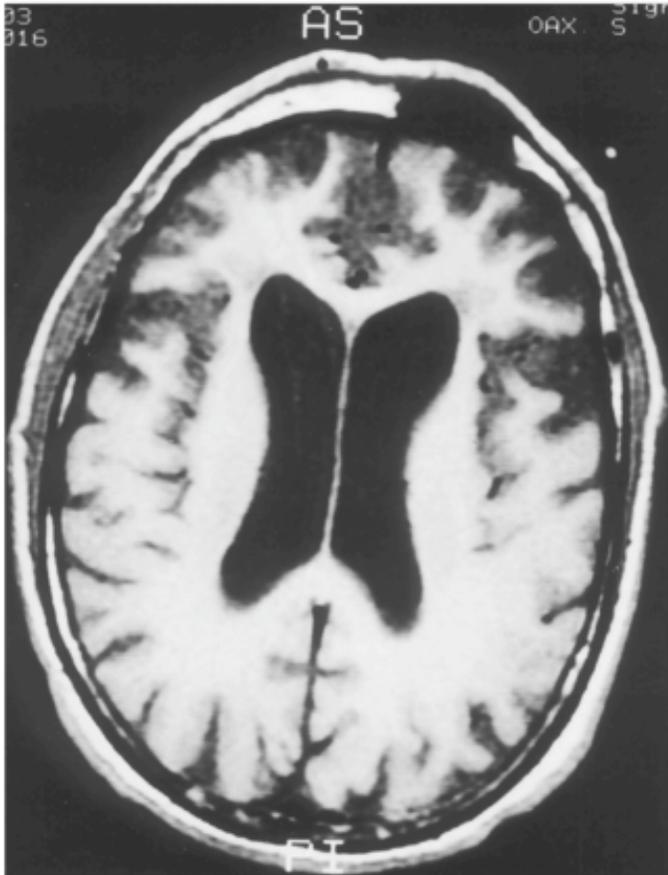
MRI scan (axial plane) demonstrating frontal atrophy with ventricular enlargement.
